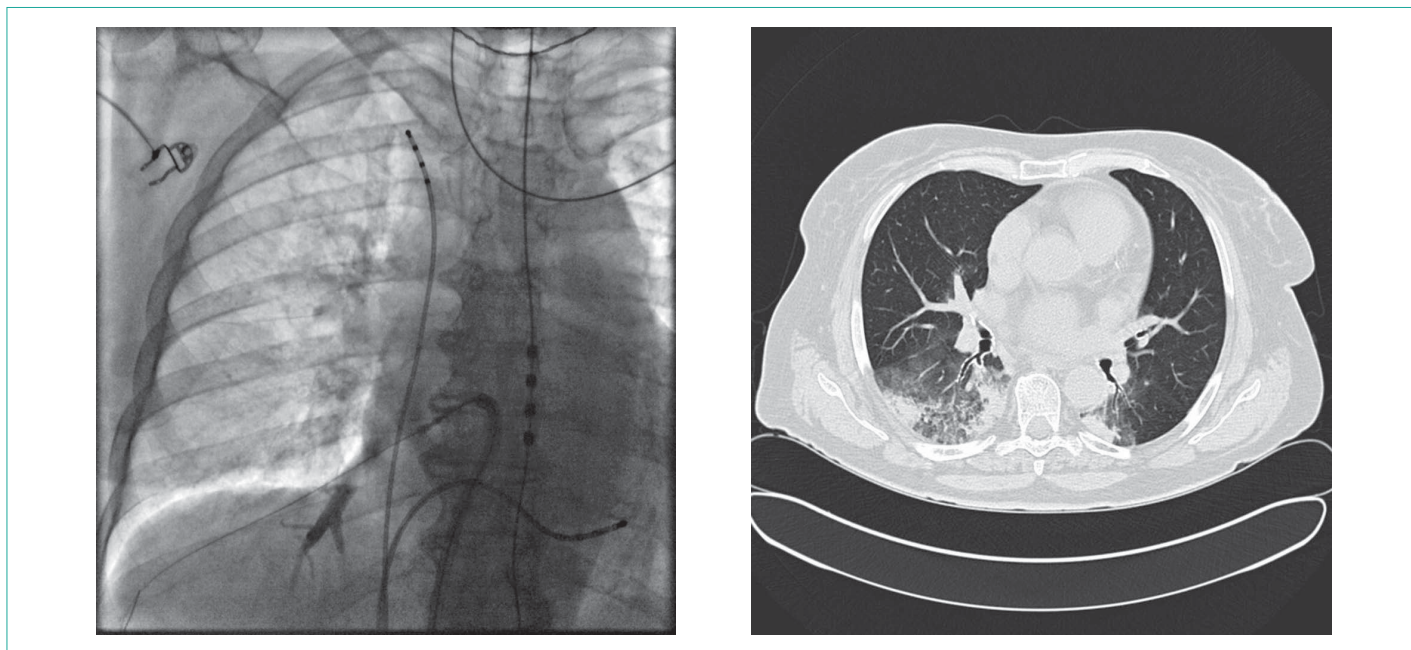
Интраоперационная рентгенография (слева). МСКТ органов грудной клетки (справа)
